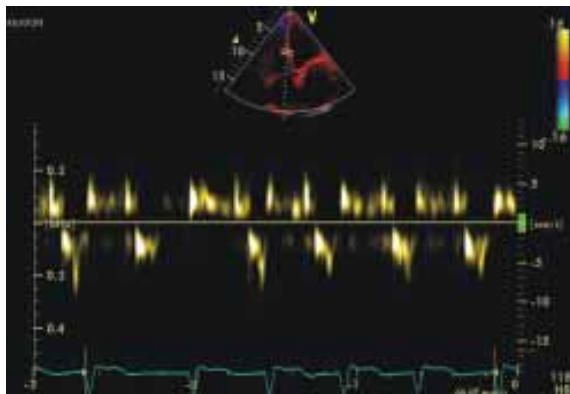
Ecocardiografie Doppler tisular cu eșantionul plasat la nivelul septului interventricular, în 1/3 proximală, la un pacient cu infarct miocardic antero-septal. Vitezele sistolice corespunzătoare complexelor QRS 3 și 4 sunt foarte reduse (săgeți subțiri). După un interval diastolic prelungit, viteza sistolică crește (săgeată grosă), sugerând viabilitatea.
